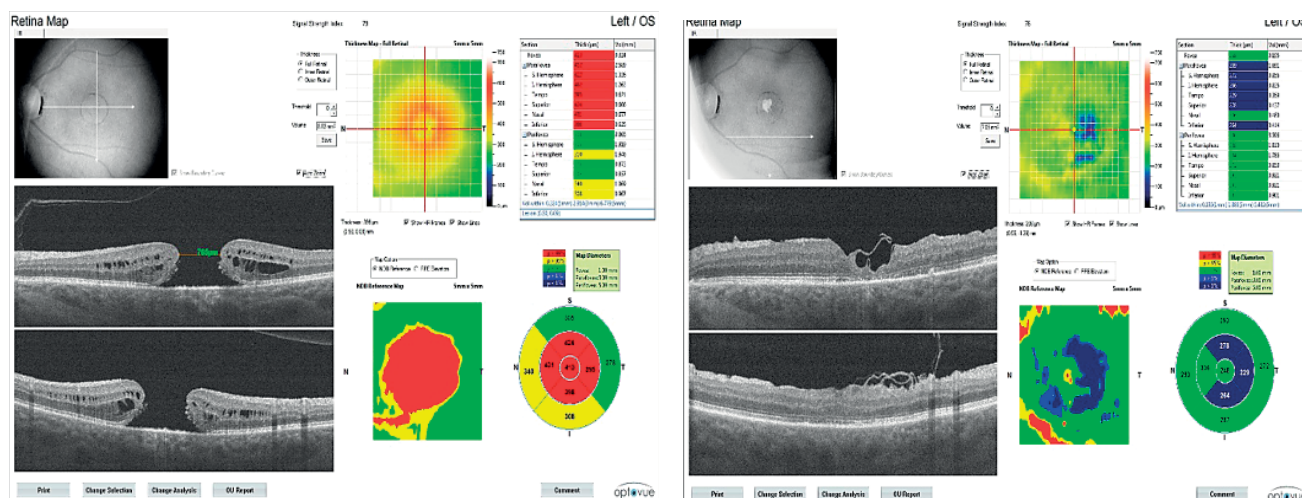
Эффект лечения возрастной макулярной дегенерации путем стандартной субтотальной трансконъюнктивной витрэктомии, по данным оптической когерентной томографии
